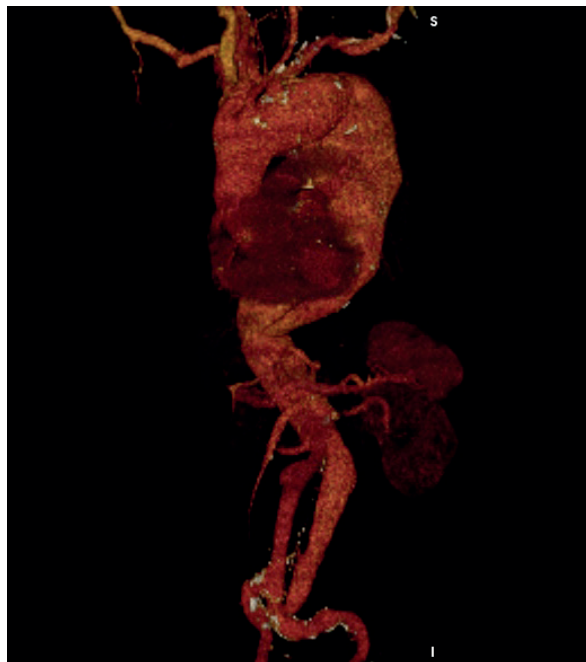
reconstrução de angio TC pré-operatório
